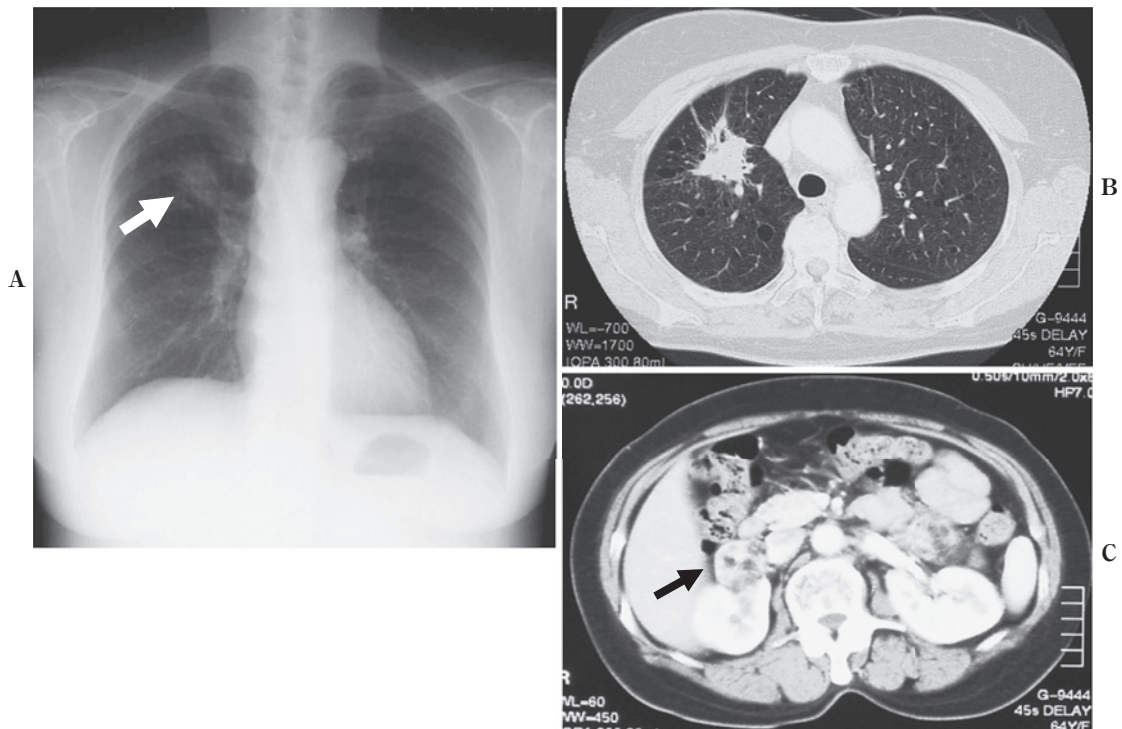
A. A chest radiograph on admission shows an irregularly-shaped, well-defined nodule in the right middle lung field (arrow). B. Chest CT images show a nodule in the right upper lobe, and multiple thin-walled cystic lesions in bilateral lungs. C. Abdominal CT image shows a mass containing fat components at the top of the right kidney (black arrow).
